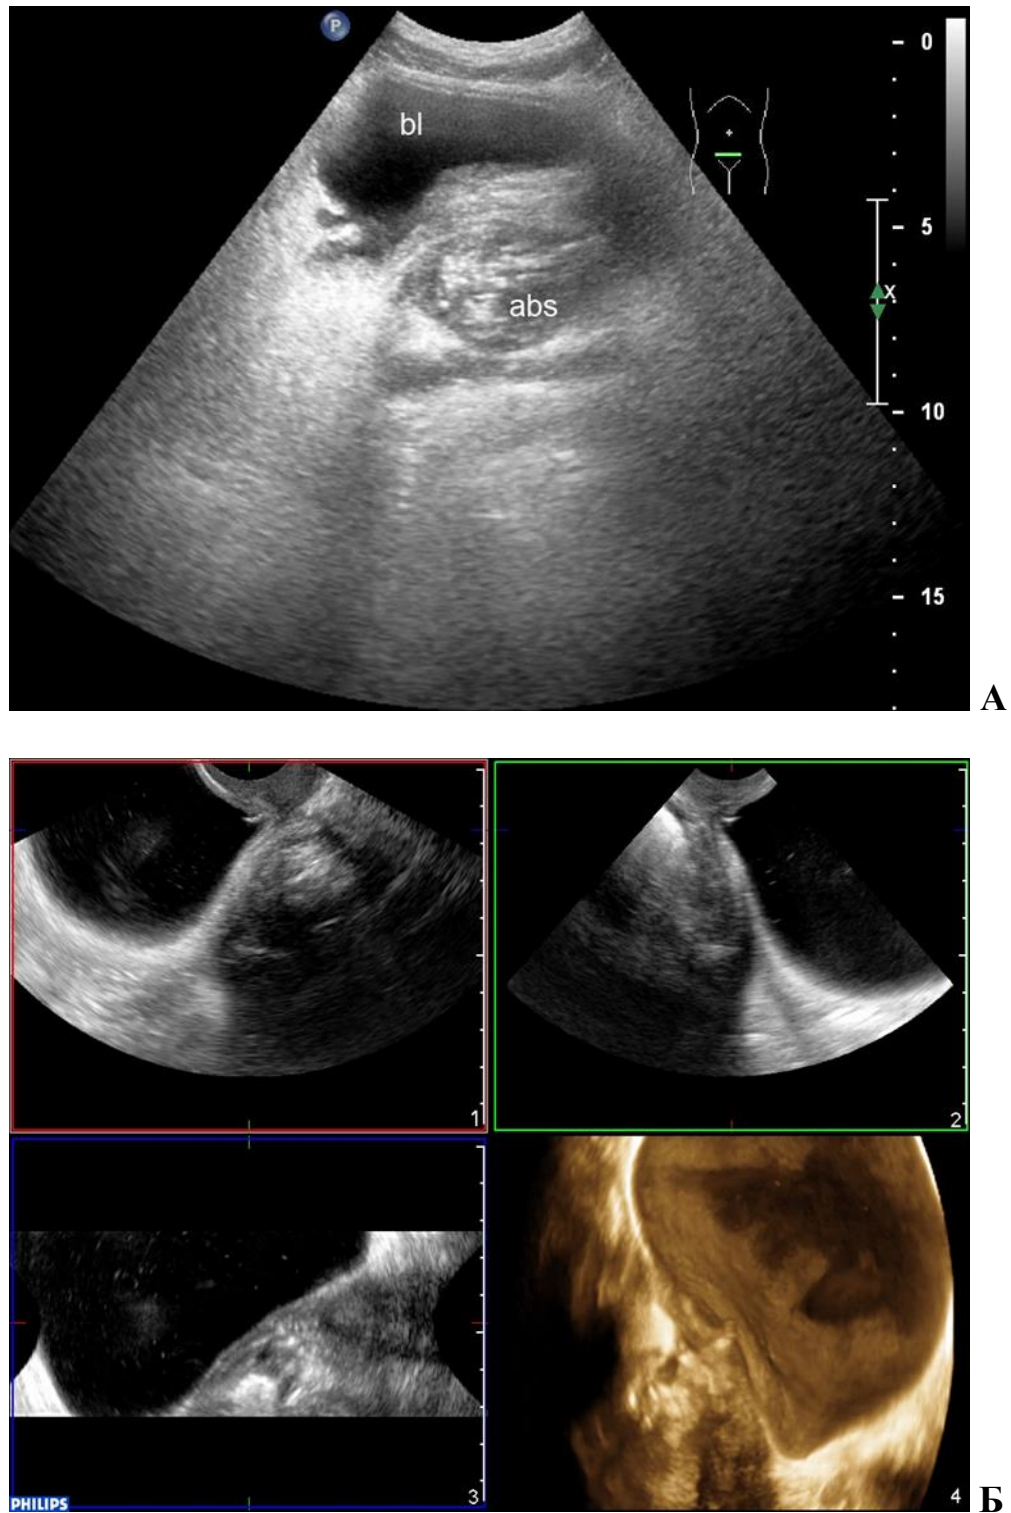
А. Эхограммы пациента А., 62 лет, и/б 1264-08. Воспалительный инфильтрат в полости малого таза, чрескожное исследование конвексным датчиком, поперечный срез, где bl – мочевой пузырь с дивертикулами, abs – абсцесс, деформирующий задне-левую стенку мочевого пузыря. Б. Мультипланарная реконструкция изображения сигмовезикального свища при 3D УЗИ при чрескожном исследовании.
